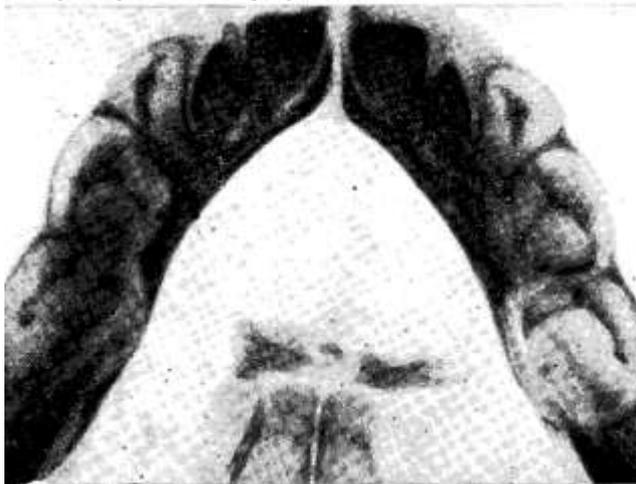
Рентгенограмма нижней челюсти новорожденного. Отчетливо видна минерализация II I | I II зубов и очаговая минерализация жевательных поверхностей моляров.
